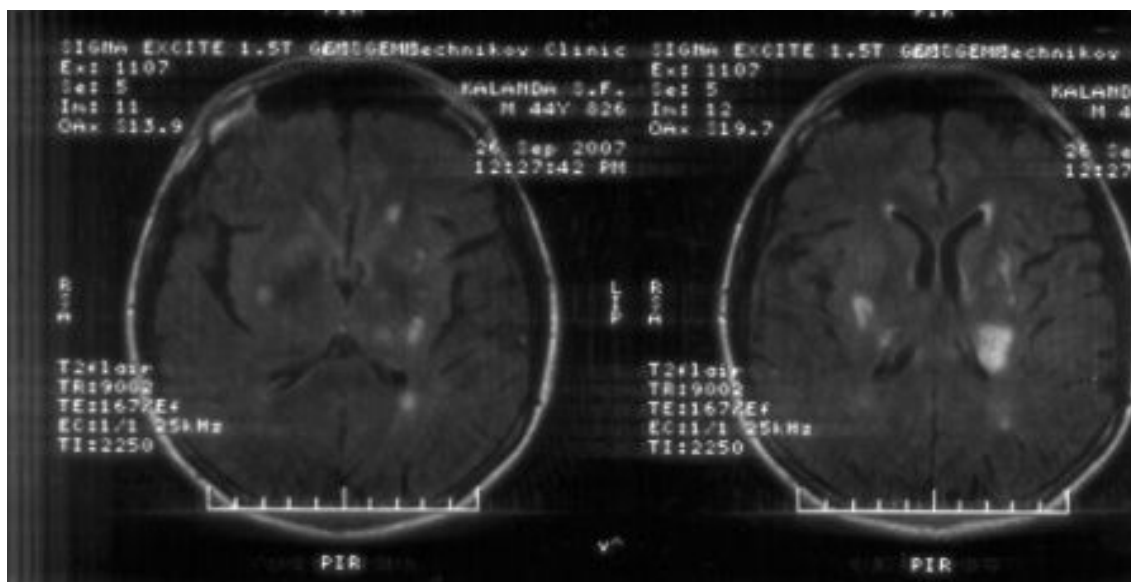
Больная С., лейкоараиоз. T2 взвешанная томограмма
